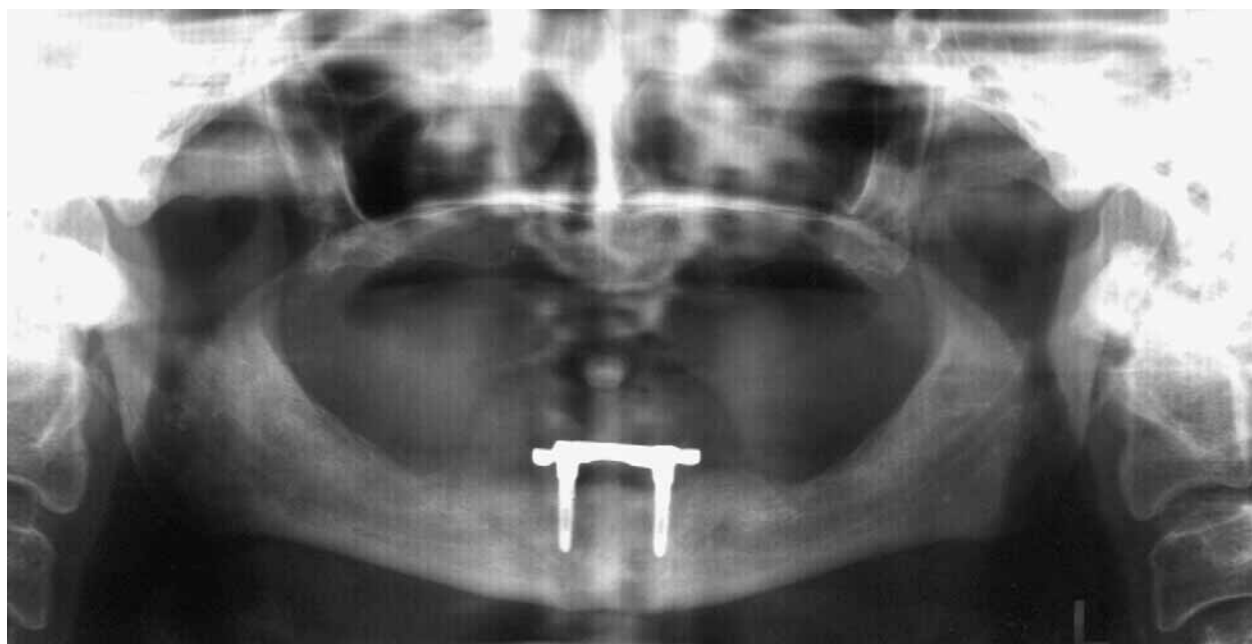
Pantomographic image of metal retentive structure in mandible of same patient
